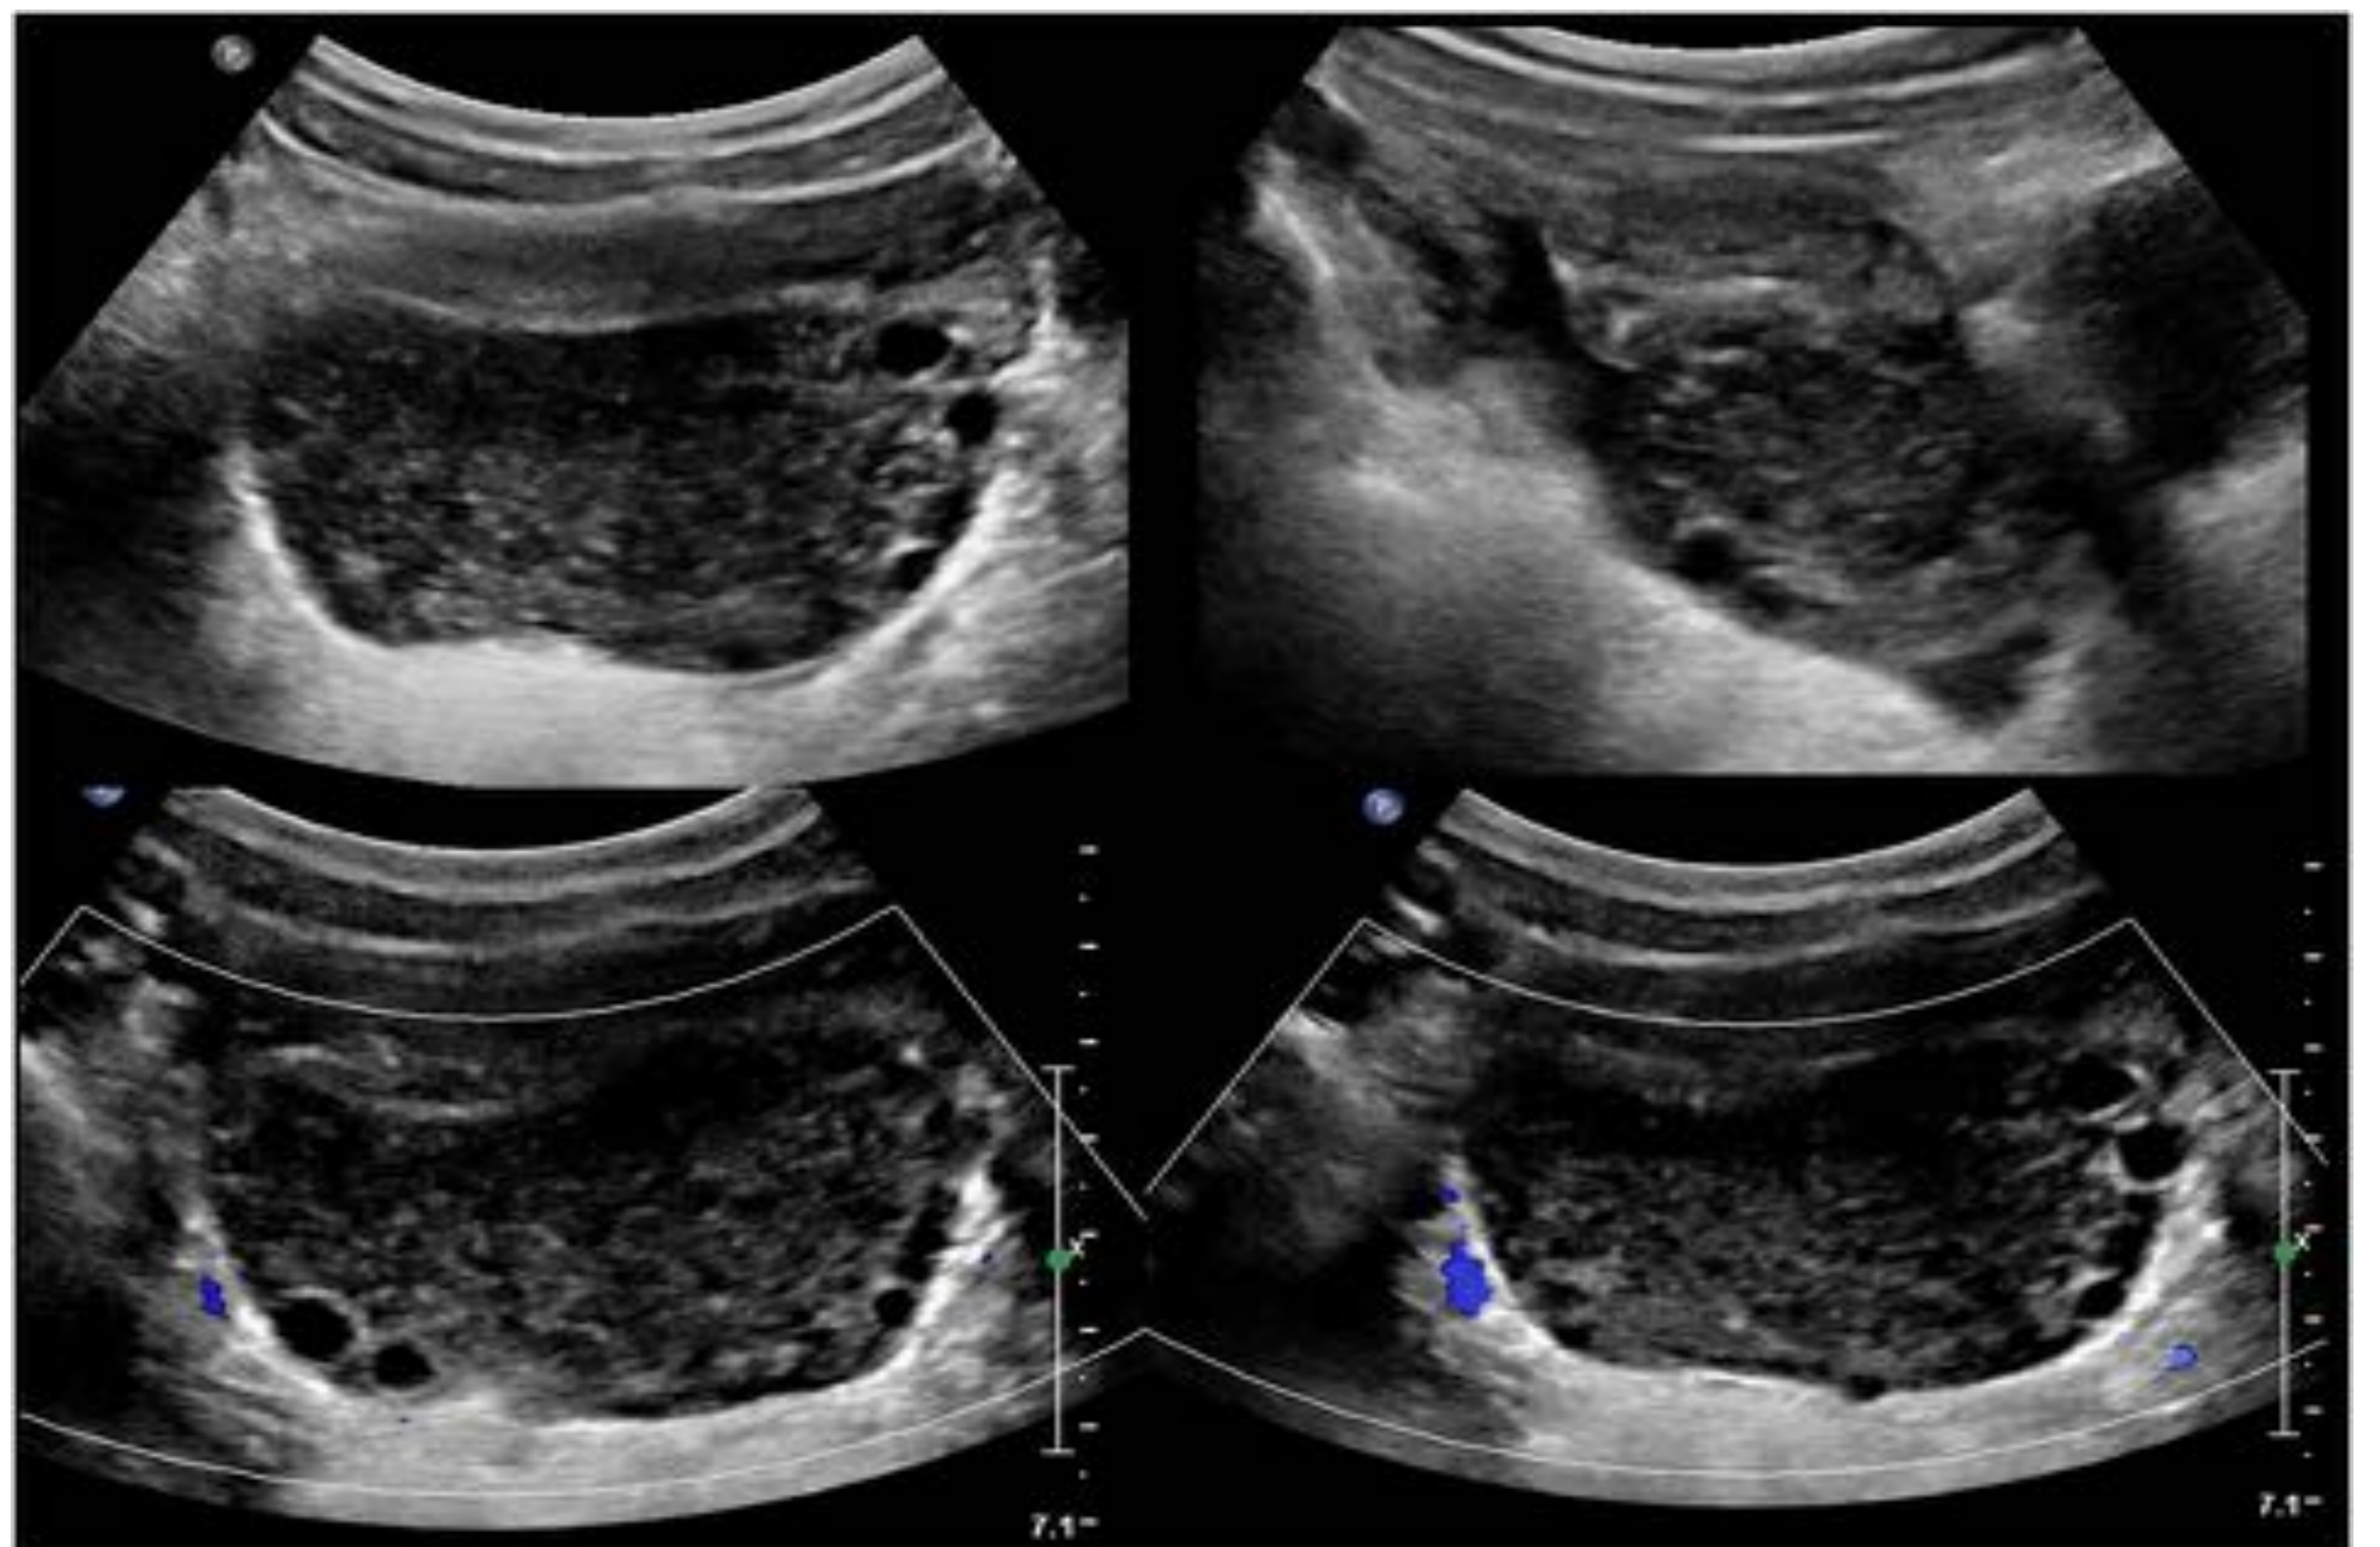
Paciente de 10 años con cuadro de abdomen agudo focalizado en FID. Se identifica en ecografía urgente pequeña cantidad de líquido libre y marcado aumento de tamaño de ovario derecho con ecoestructura heterogénea y folículos de disposición periférica (“en collar de perlas”). En margen superior del ovario se aprecia trompa engrosada y con aumento de la ecogenicidad. El estudio Doppler muestra ausencia de vascularización en el parénquima ovárico.
